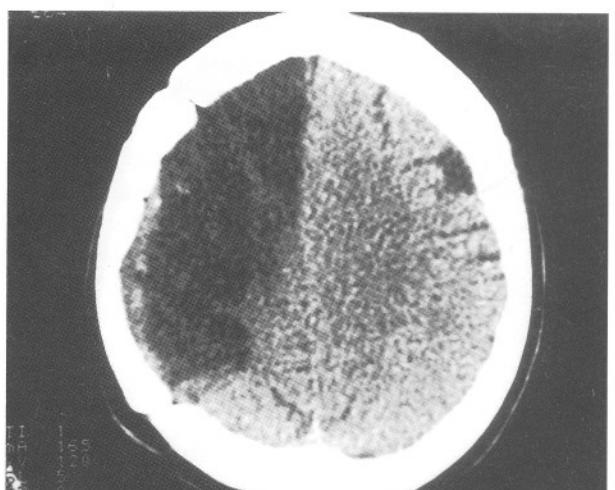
Bir internal karotid arter enfarkti olgusunun ilk gün alınan bilgisayarlı tomografisi
